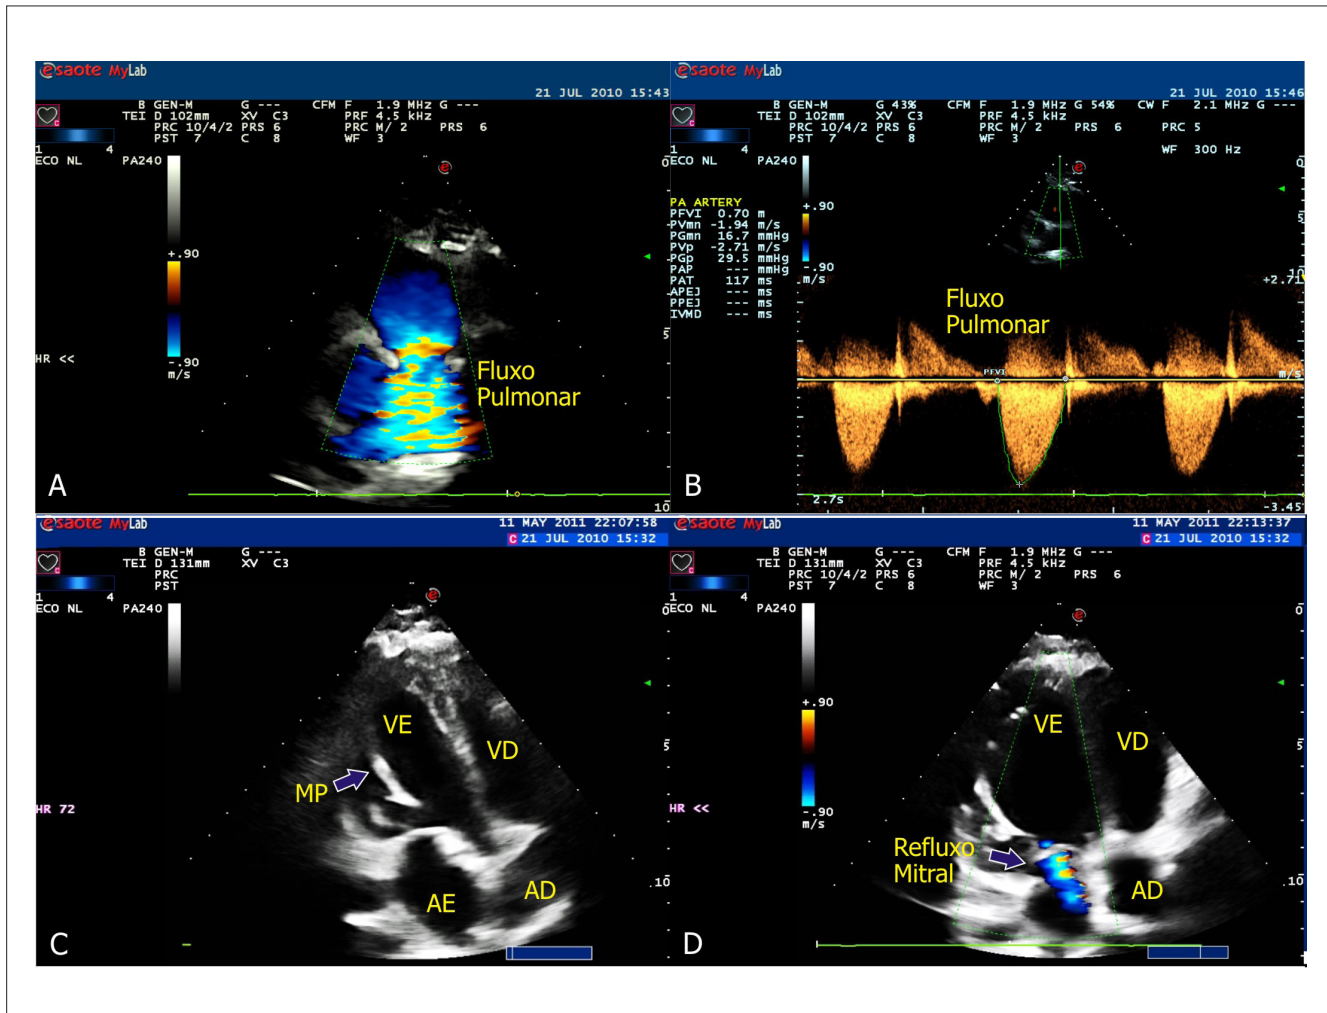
Postoperatorio tardío. (A) Flujo turbulento en la arteria pulmonar mediante la cirugía de Takeuchi. (B) Doppler continuo mostrando gradiente sistólico máximo pulmonar de 29,5 mmHg. (C) Corte apical de cuatro cámaras evidenciando músculo papilar posteromedial bastante refringente. (D) Mismo corte mostrando reflujo mitral al mapeo de flujo color.
